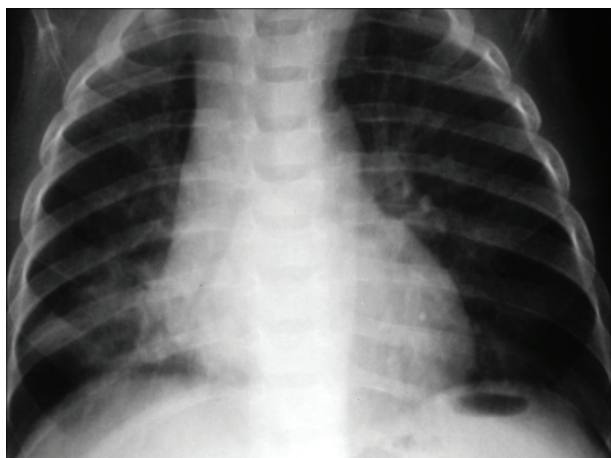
Рентгенограмма органов грудной клетки от 04.05.11. Прозрачность легочной ткани в проекции  $S_{VIII-IX}$  правого легкого снижена, в сравнении с 25.04.11 менее интенсивна. Средостение не смещено.
